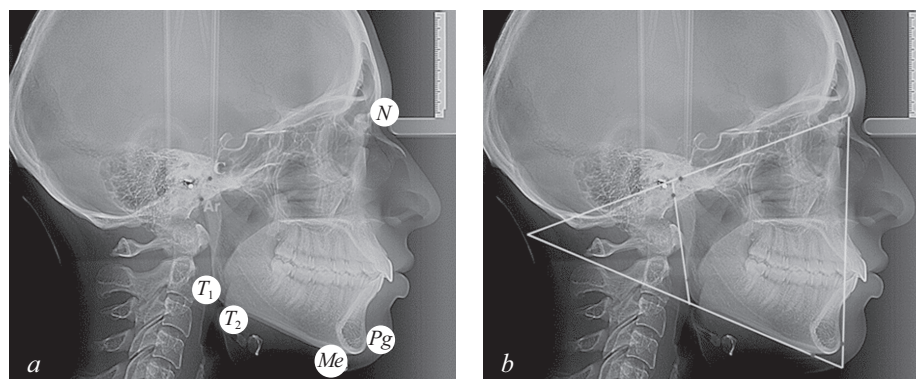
Основные точки (а); линии используемые в качестве основных ориентиров для сопоставления рентгенограмм (b)
